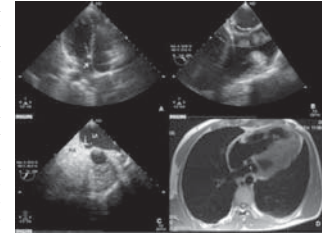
Transthoracic echocardiography displaying a small lesion in the interatrial septum without other abnormalities (A). Transesophageal echocardiography with colour Doppler showing low circulating flow within it (B). Intravenous agitated saline contrast injection excluded the presence of patent foramen ovale (PFO) or interatrial septal defect (ASD) (C). MRI confirming normal cardiac structure except double IAS (D).
